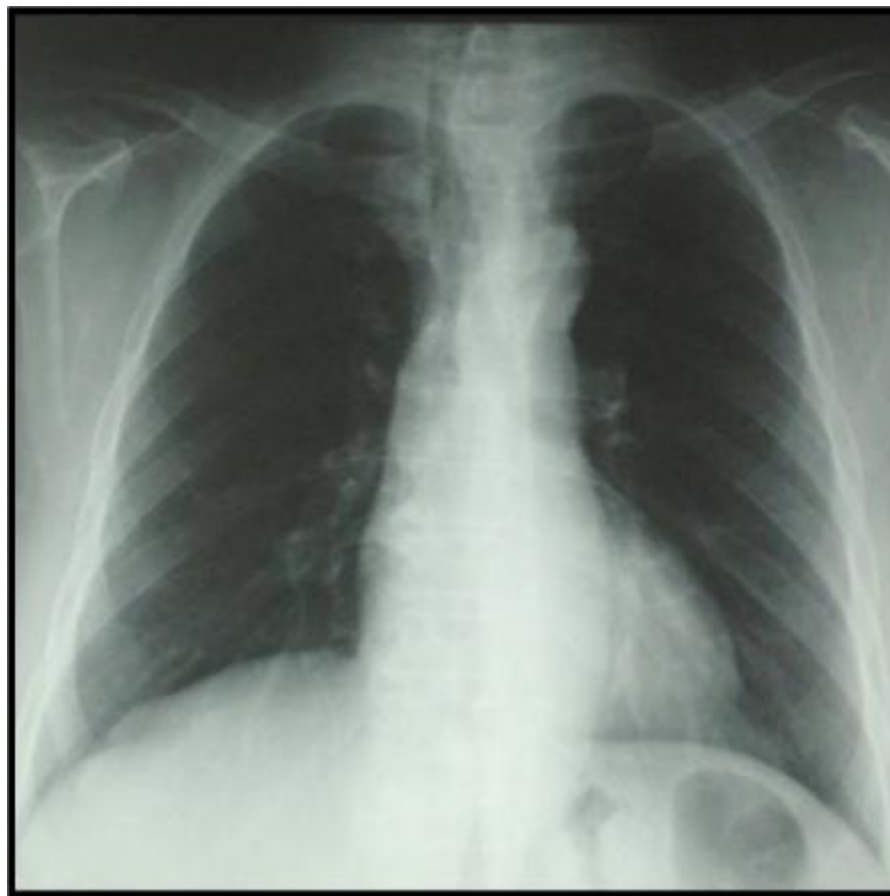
Radiographie thoracique de face : déviation trachéale droite.
